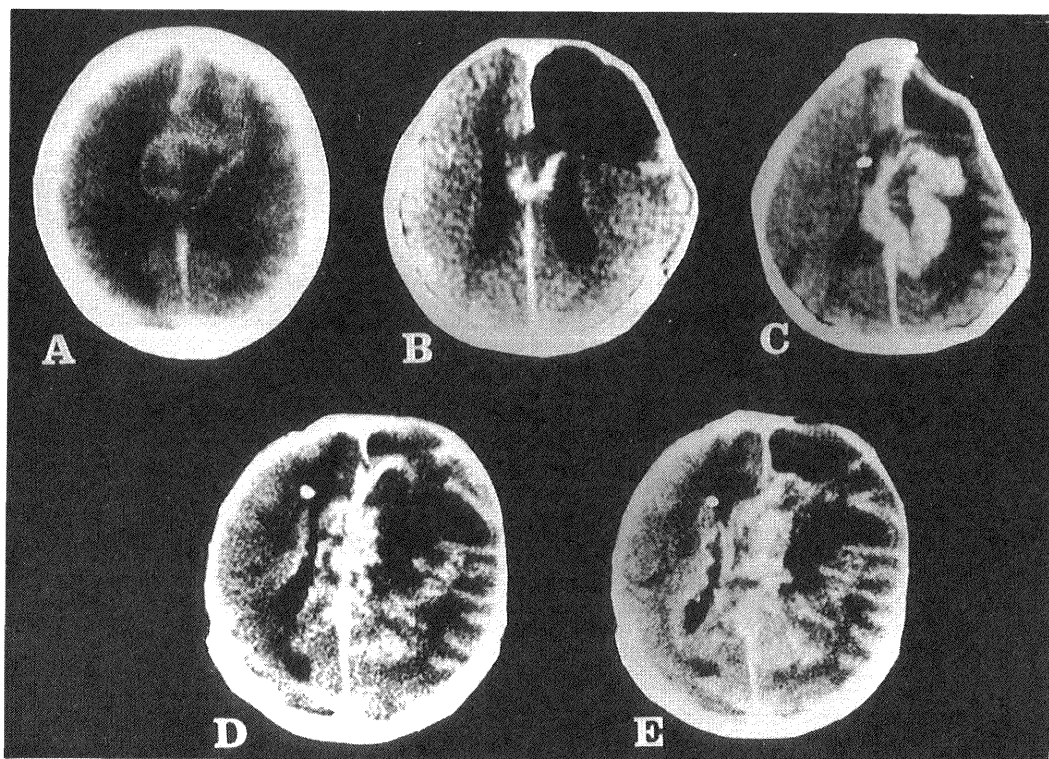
Serial CE-CT scans of an anaplastic glioma located in the corpus callosum and right frontal subcortical region. A: Before treatment. B: At the end of initial therapy. C: At the recurrence. At 2.2 months (D); at 3.6 months (E) after the recurrence. The CE lesion extends step-wise to the whole periventricles.
